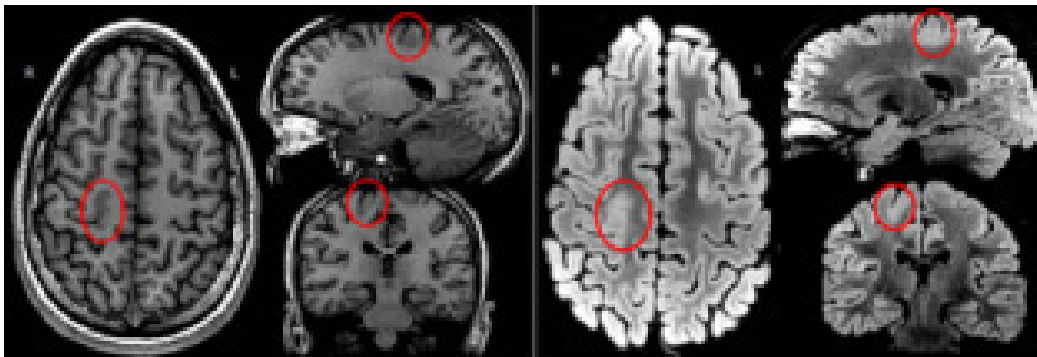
RM 3T, anatómica de alta resolución. Las imágenes, en intensidad T1 (izquierda) y FLAIR (derecha) muestran una displasia cortical rolándica (círculo rojo).
